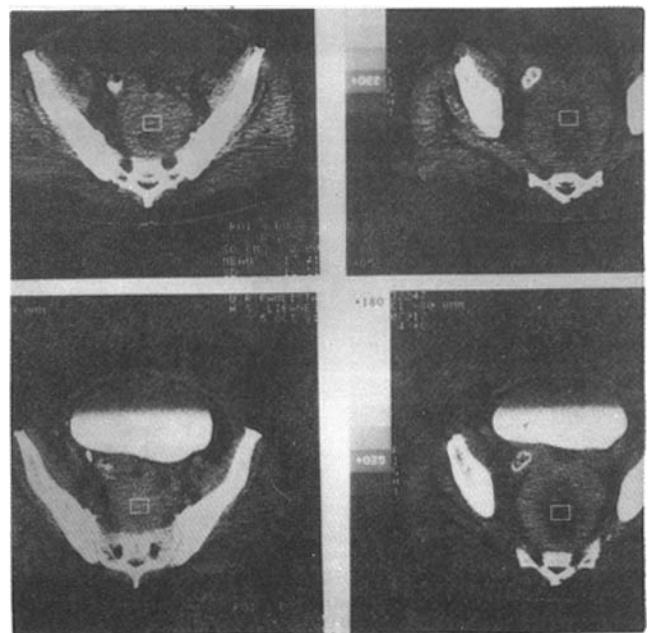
Tomografia computadorizada da pelve mostrando presença de grande massa ocupando o estreito inferior com 12 x 10,5 x 9,3 cm, de contornos nítidos, sem calcificações ou destruição óssea, deslocamento do retossigmóide para a direita; grande distensão vesical (caso 5).
